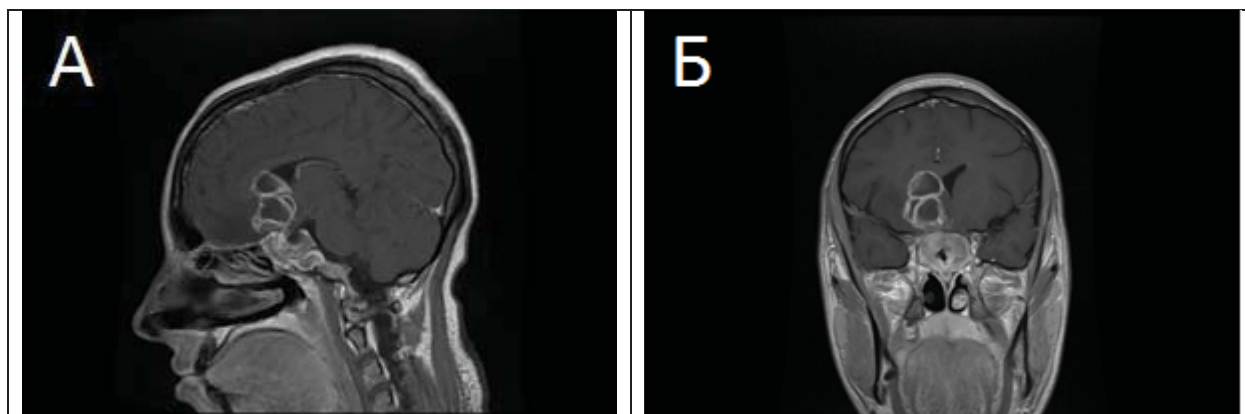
МРТ головного мозга с контрастным усилением через 22 дня после повторного поступления: отмечается увеличение размеров абсцесса, появление многокамерности. А: Сагиттальная проекция; Т1 режим; Б: Коронарная проекция; Т1 режим.
